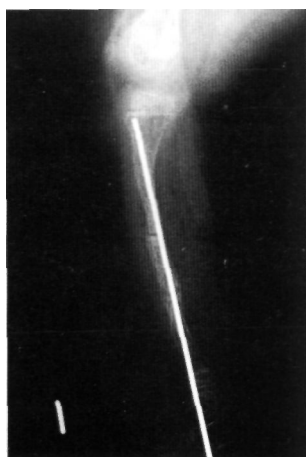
Radiografía lateral de tibia en la que se realizó doble osteotomía correctora. Fijación de tobillo y articulación talocalcánea.
